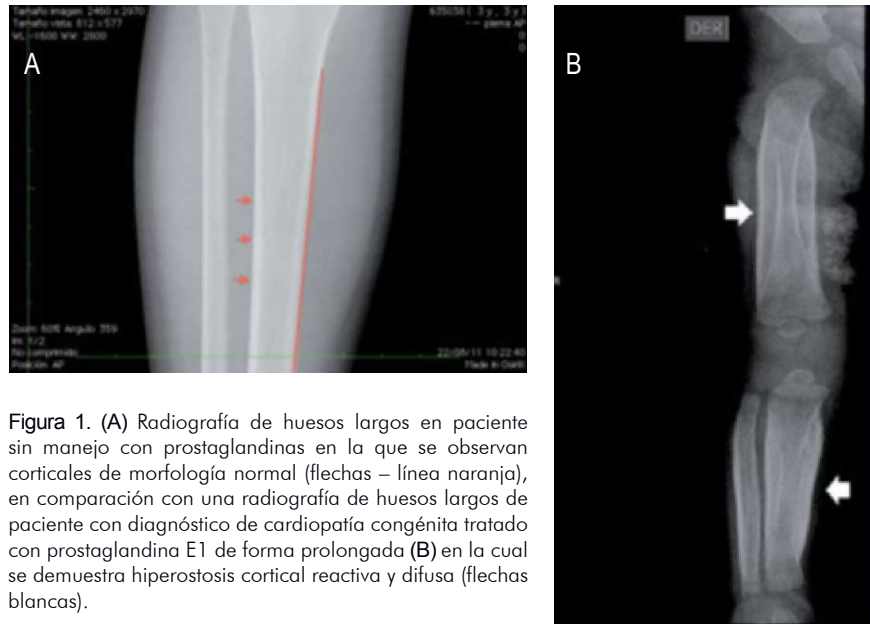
(A) Radiografía de huesos largos en paciente sin manejo con prostaglandinas en la que se observan corticales de morfología normal (flechas – línea naranja), en comparación con una radiografía de huesos largos de paciente con diagnóstico de cardiopatía congénita tratado con prostaglandina E1 de forma prolongada (B) en la cual se demuestra hiperostosis cortical reactiva y difusa (flechas blancas).
